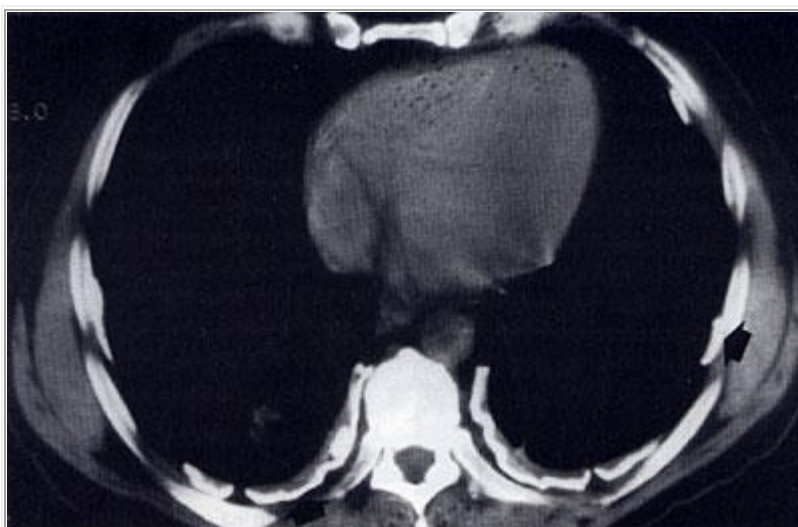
Placas pleurales que aparecen en la TAC como engrosamientos densos de la pleura.
